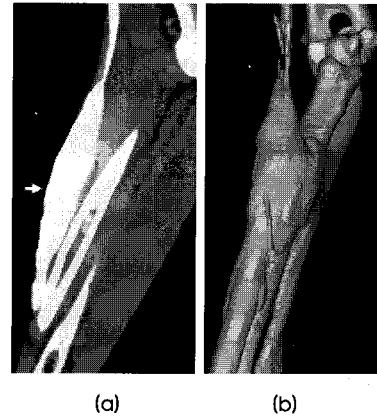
혈관의유출(22 ml) 진양성의 영상. CT의 sagittal MIP(a)와 볼륨렌더링 영상(b)
